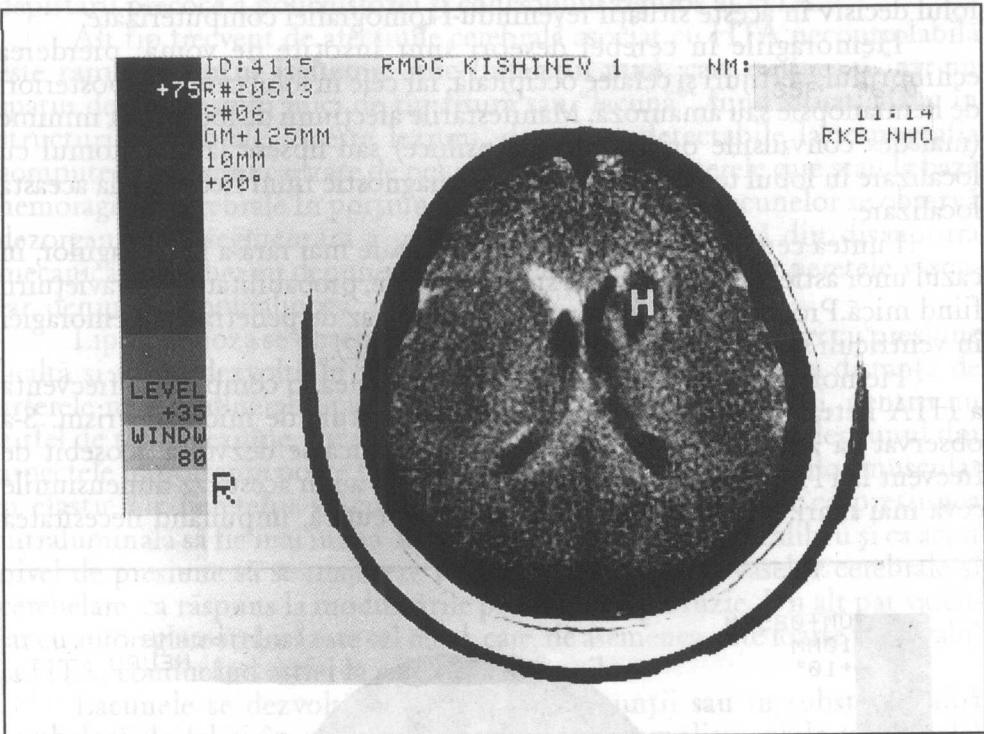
Tomografia computerizată a creierului. Hematom intracerebral paraventricular stâng cu invadarea ventriculilor laterali. (Dr. Conîrev M.)
